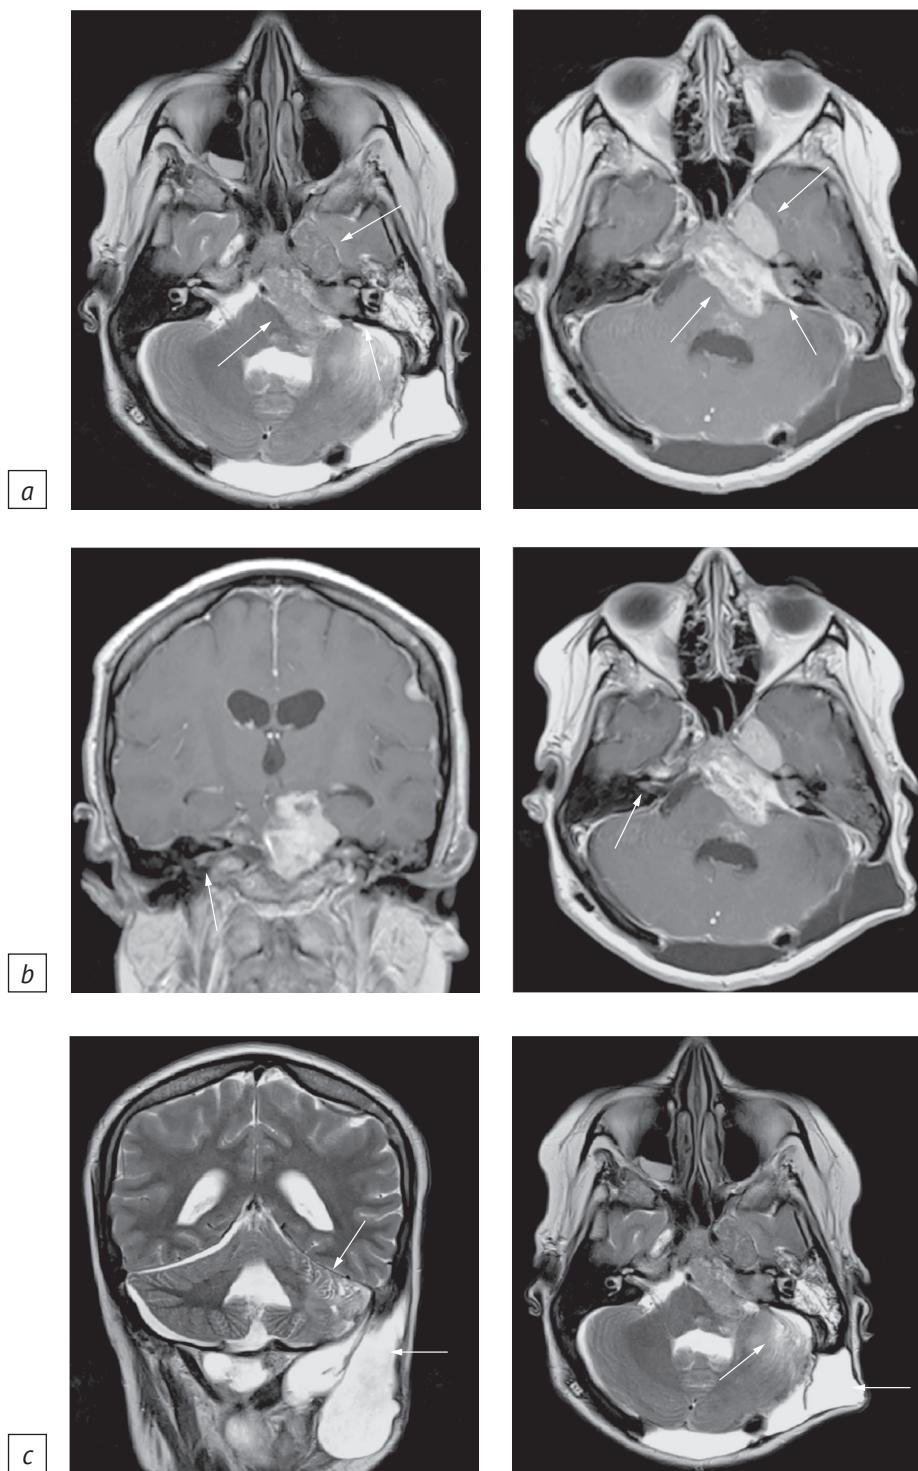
МРТ головного мозга в коронарной и аксиальной проекции в режиме Т2 до внутривенного контрастирования и в режиме Т1 после него:
